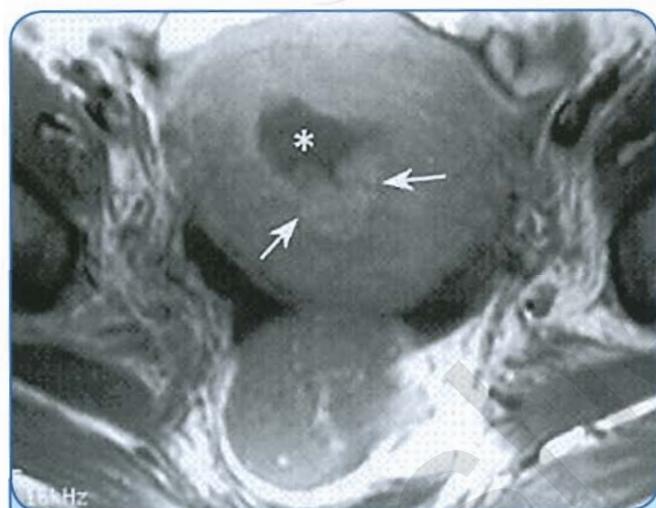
МРТ. Неровность контуров эндометрия, жидкость в полости матки при эндометrite
